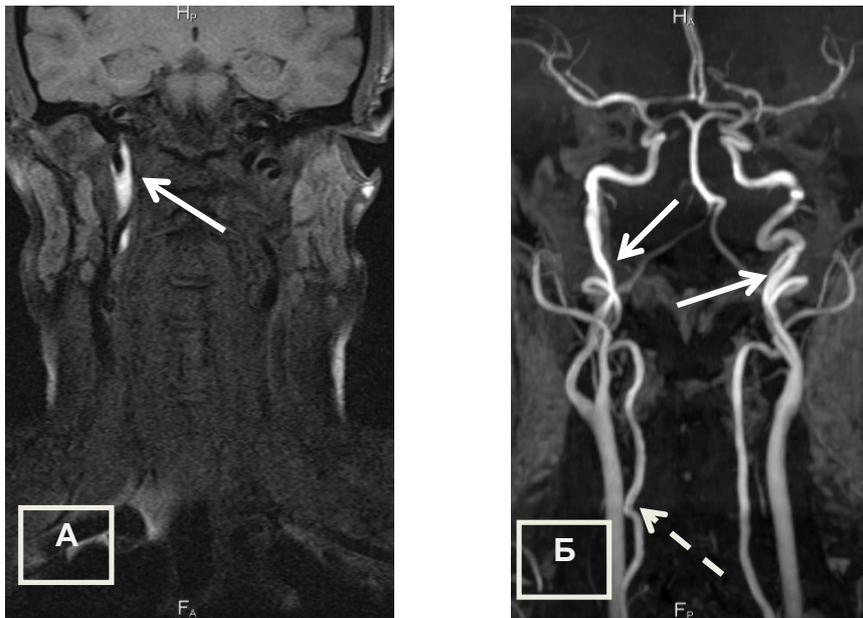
МРТ артерий шеи в режимах T1 fat-sat без контрастного усиления и 3D TOF MPA (12.12.2016 г.)
